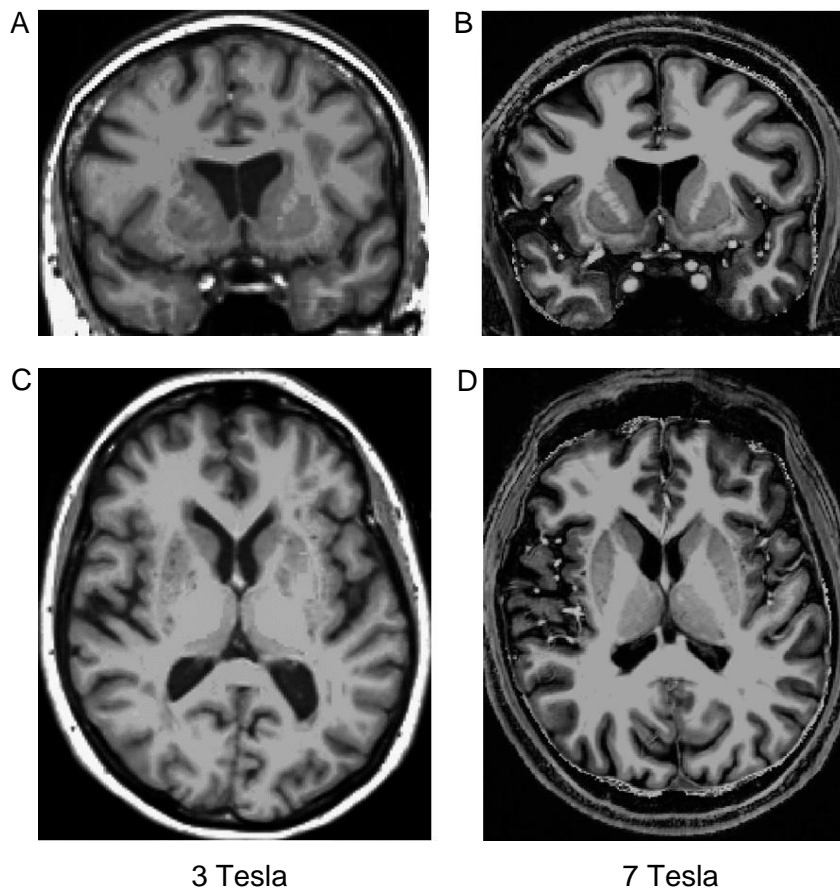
Magnetresonanztomographie Bilder erhoben mit einer Feldstärke von 3 und 7 Tesla
